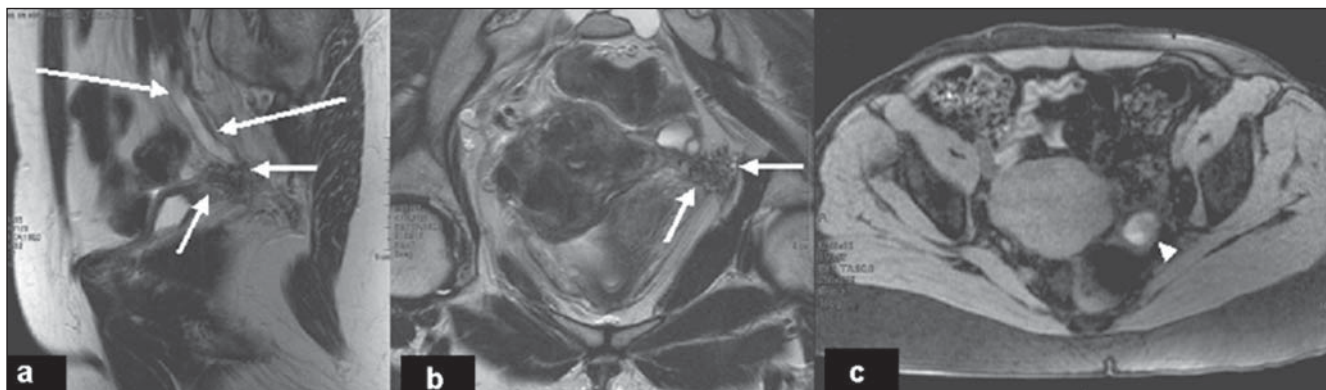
Imagens pesadas em T2 nos planos sagital (a) e coronal (b) e pesadas em T1 com supressão de gordura no plano axial (c) evidenciam endometriose ureteral. RM mostra lesão nodular hipointensa nas seqüências pesadas em T2, de limites mal definidos (setas curtas), com foco de sangramento de permeio (ponta de seta), localizada na pelve à esquerda, em situação extraperitoneal envolvendo a porção pélvica do ureter ipsilateral, determinando dilatação a montante desse ureter (setas longas).
